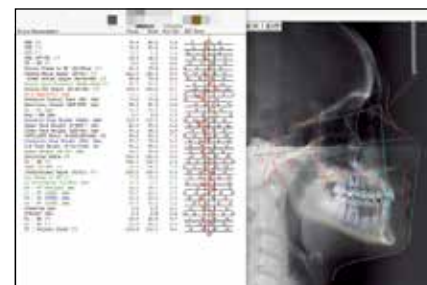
Расшифровка телерентгенограммы головы в боковой проекции в компьютерной программе Dolphin Imaging после окончания ортодонтического лечения
